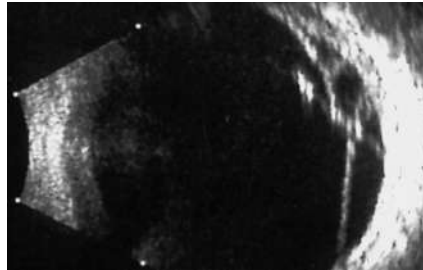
Traction vitréorétinienne avec décollement de la rétine localisé (image en « X » échographique).
